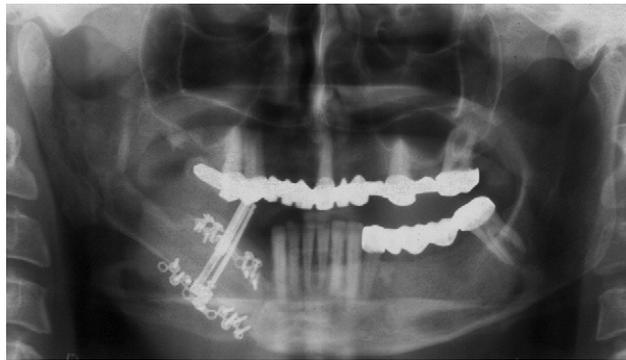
Radiografia panorâmica mostrando o resultado da distração osteogênica, com aumento vertical de enxerto autógeno de fíbula em 10 mm. (KURKCU *et al.*, 2008).
